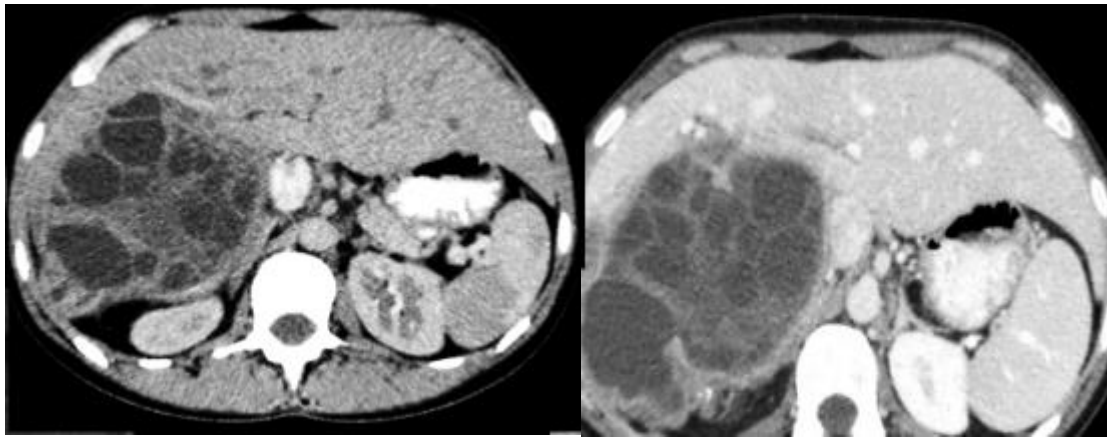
Image de TDM abdominale en coupe axiale montrant un kyste hydatique Stade 3 de la classification Gharbi : Multi-vésiculaire (Vésicules-filles) [26].
